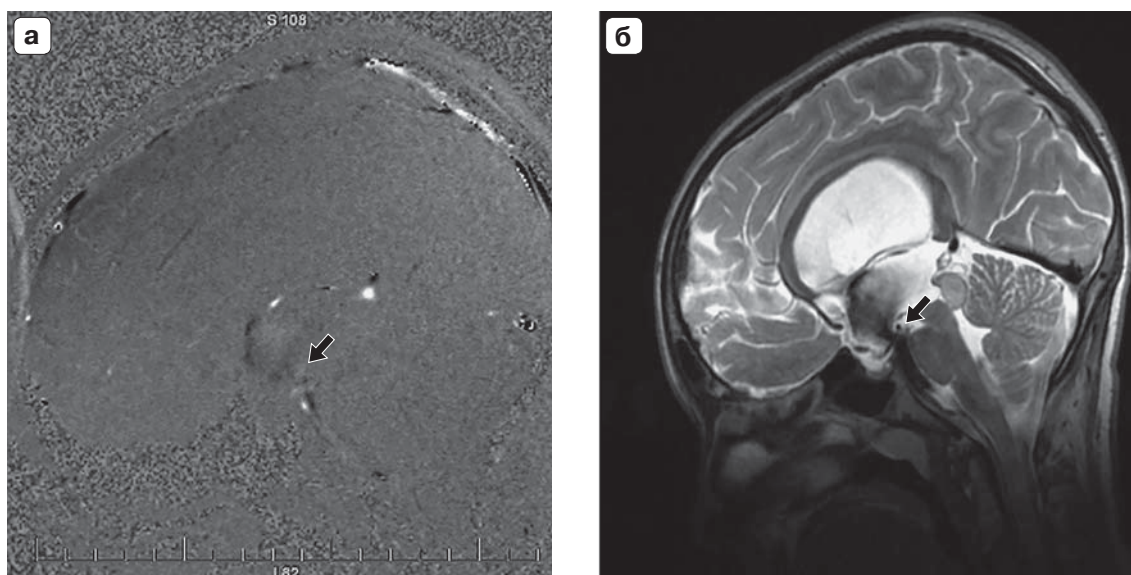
Пациент 11 лет с глиомой четверохолмной пластинки после эндоскопической тривентрикулостомии. Представлены фазово-контрастная МРТ (а) и 3D T2-CUBE (б). Стрелками указан ток ликвора через стому.
